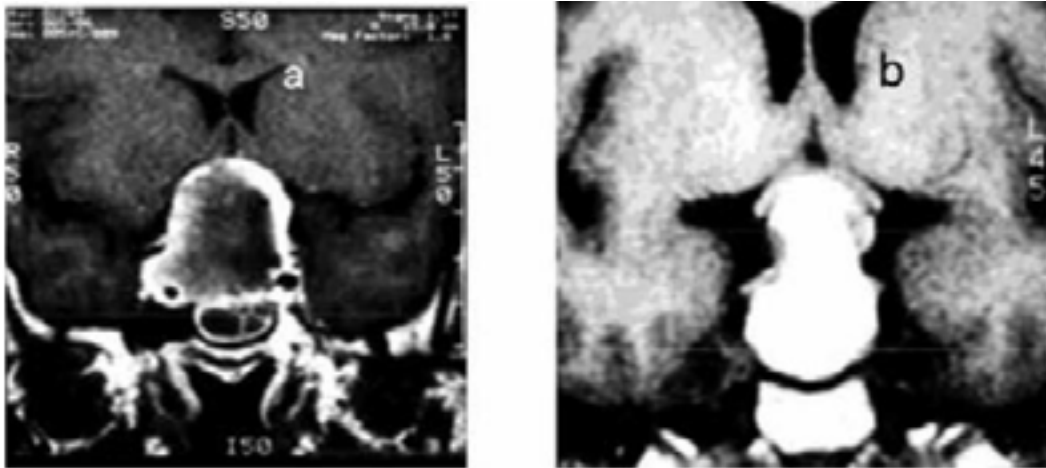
Ressonância Magnética de hipófise em apoplexia hipofisária na fase aguda. a) T1 sem contraste: lesão hiperintensa representando hemorragia dentro de adenoma hipofisário. b) T1 com contraste: realce periférico. Fonte: Glezer e Bronstein ³.
